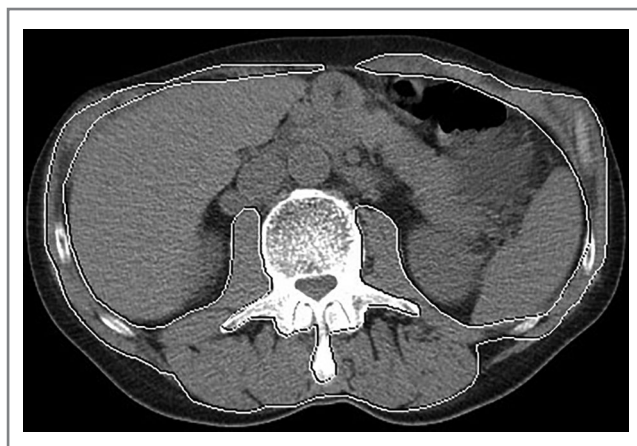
Аксиальный КТ-срез. Пациент А. КТ-саркометрия на уровне LIII позвонка до операции. Площадь выделенной зоны 130 см², СМИ – 32 см²/м². Саркопения.
